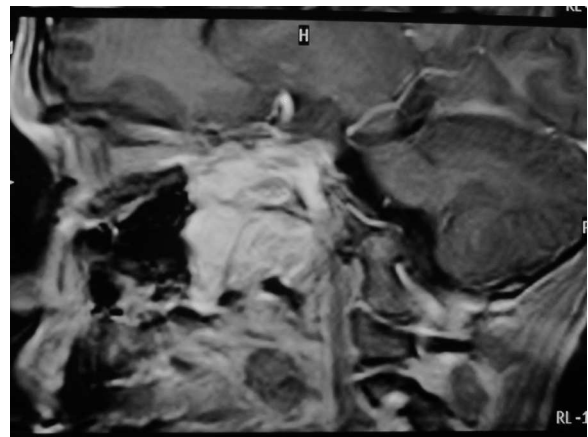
RMN de la lesión; corte sagital.
